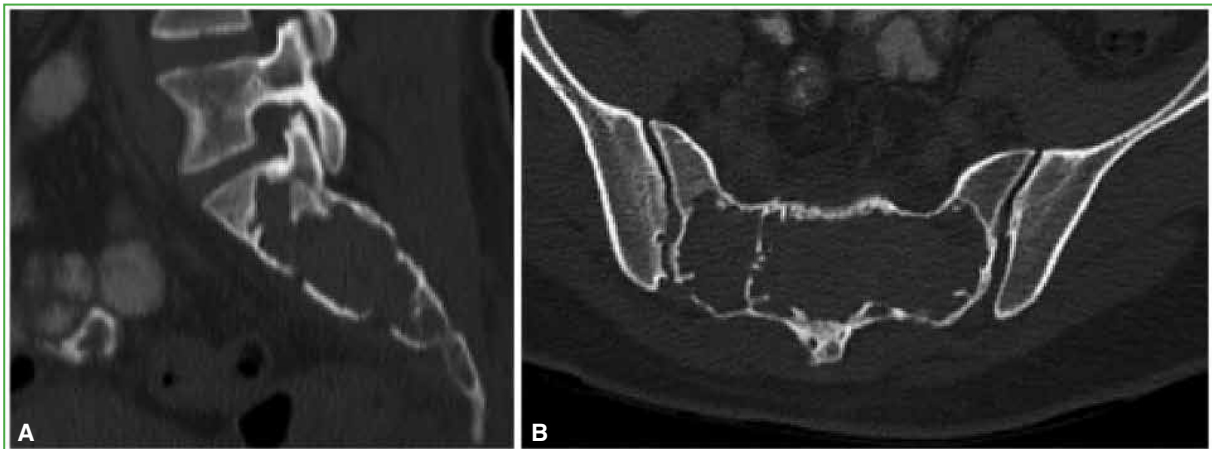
Tomografía computarizada de sacro, cortes sagital (A) y axial (B). Se observa una imagen lítica en el sacro.
